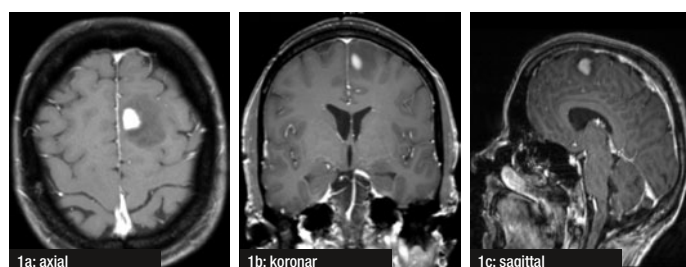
MRT des Hirnschädels, T1-Sequenz, nach i.v.KM-Gabe (am 31.05.2013)
